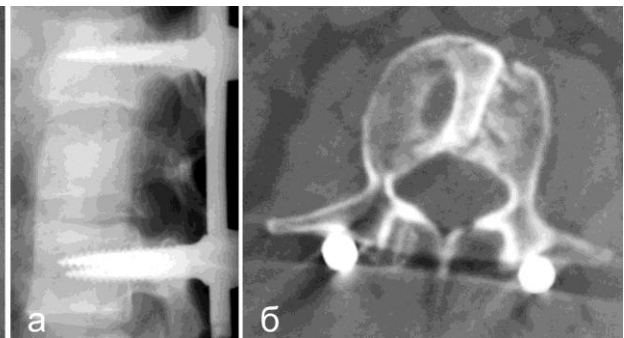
Исход оперативного лечения перелома L_I позвонка: а – профильная спондилограмма через 3 года после операции; б – компьютерная томограмма через 1 год после операции
